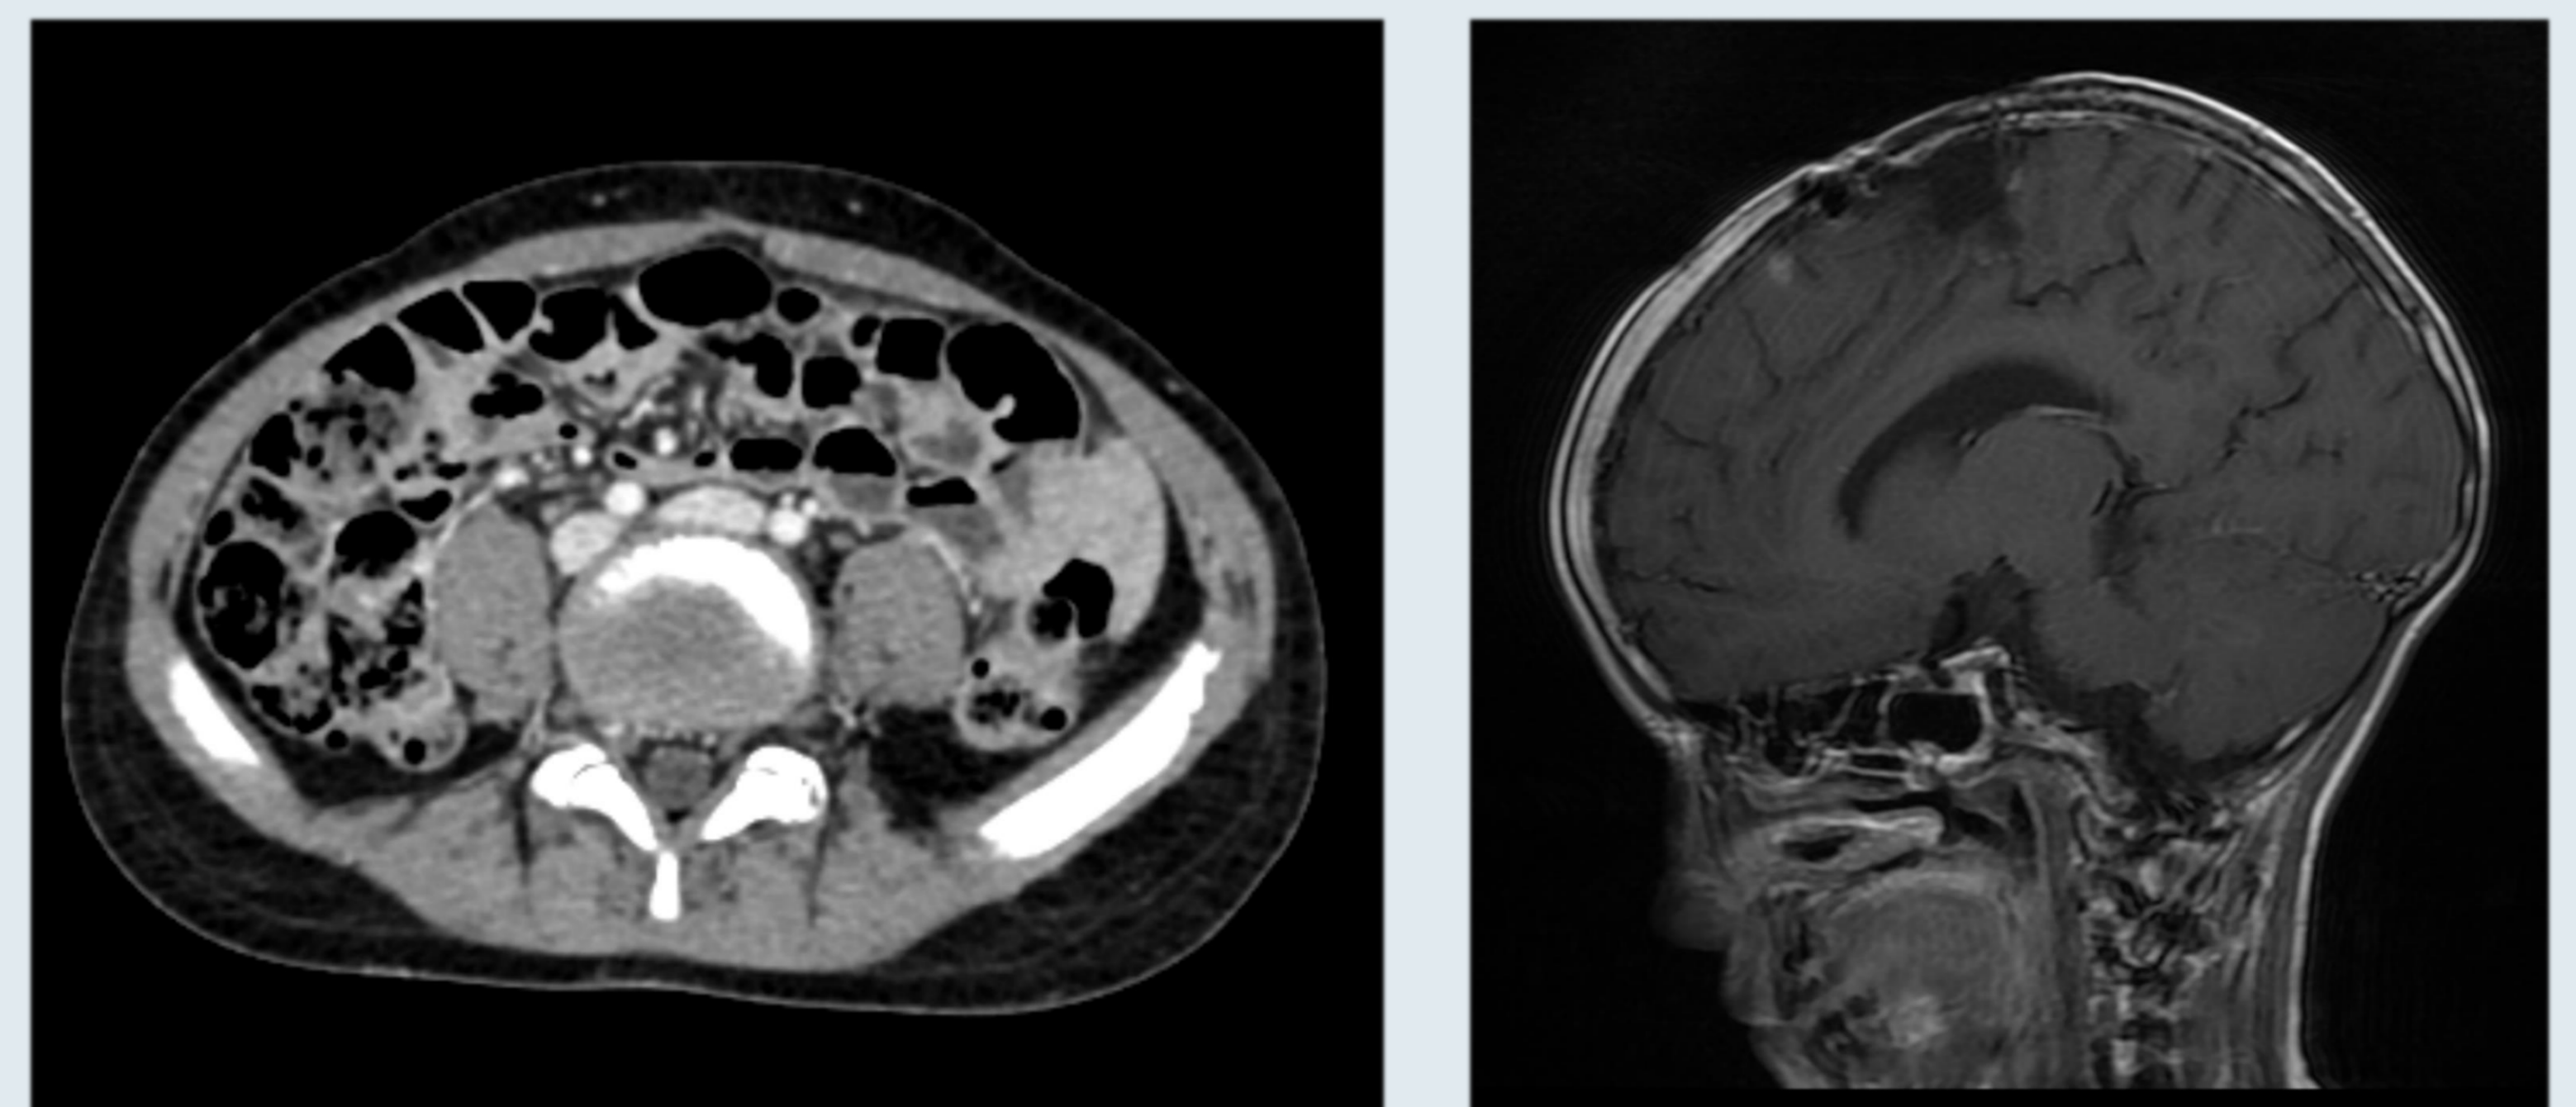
МРТ в режиме T1 через 8 недель после оперативного лечения, демонстрирующая кистозно-глиозные изменения в левой лобно-теменной области с формированием кисты.
